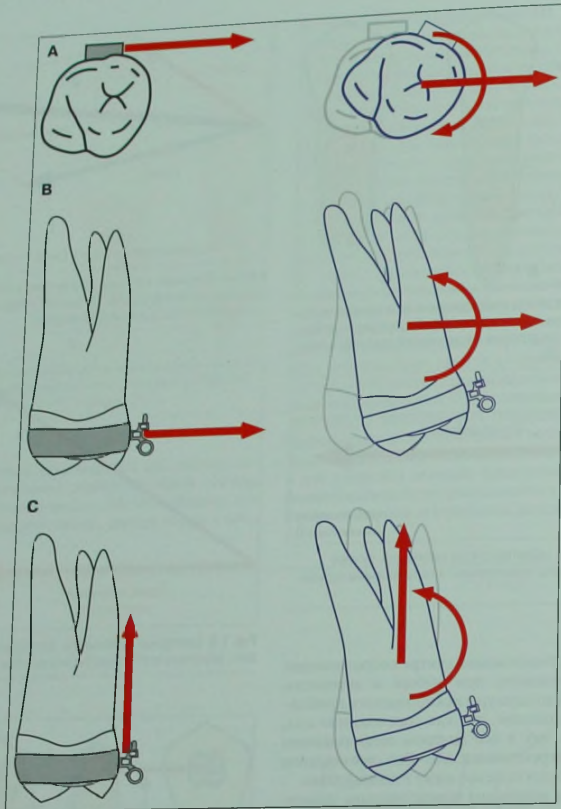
Клинический пример момента сил. А. Мезиальная сила, приложенная к брекету на моляре, создает момент, ротирующий зуб мезиально и внутрь. В. Сила натяжения, приложенная к моляру, создает момент, наклоняющий коронку вестибулярно. С. Интрузионная сила, приложенная к брекету моляра, также создает момент, наклоняющий коронку вестибулярно. (Цит. по: Nanda R. Biomechanics in clinical orthodontics. Philadelphia: WB Saunders, 1996; с разрешения.)
